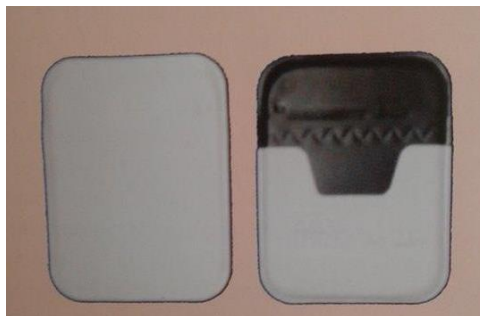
Radiografía dentoalveolar.³
